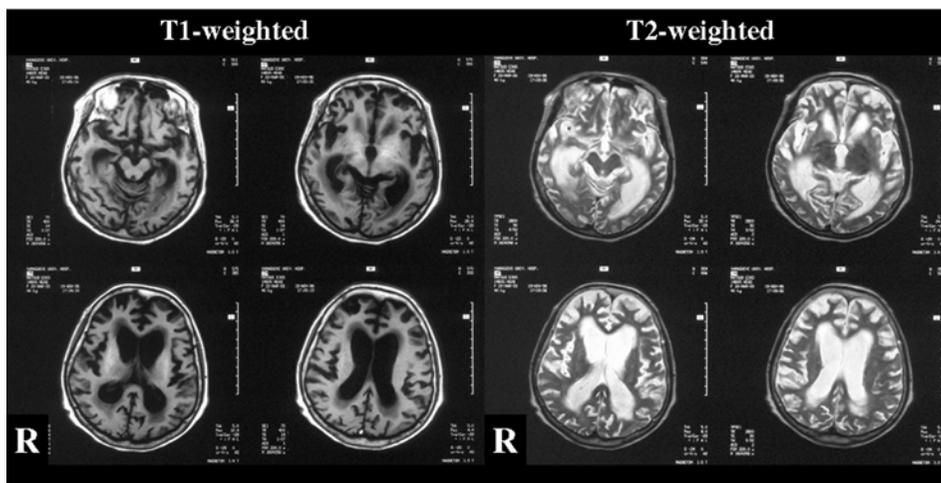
孤発型全脳型 CJD MRI (6 months from onset)
